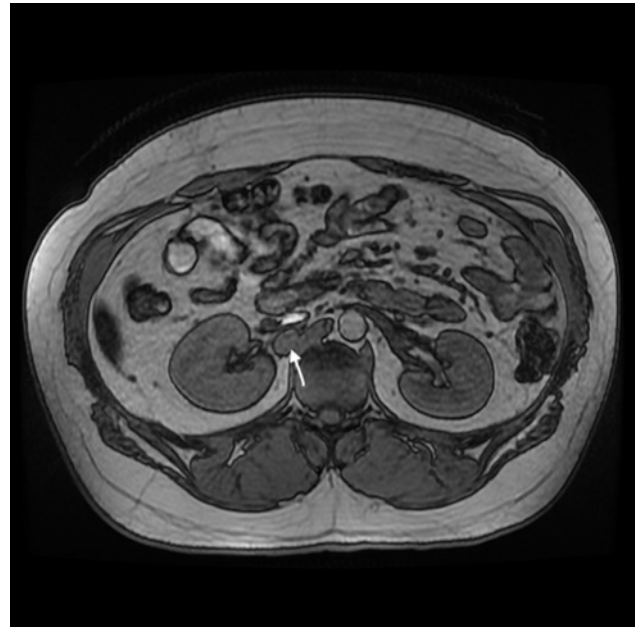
Resonancia magnética abdominal: lesión de 20 mm detrás de la vena cava, al nivel de la entrada de la vena renal derecha, localizada entre la cava y la crura diafragmática, compatible con implante/recidiva.
